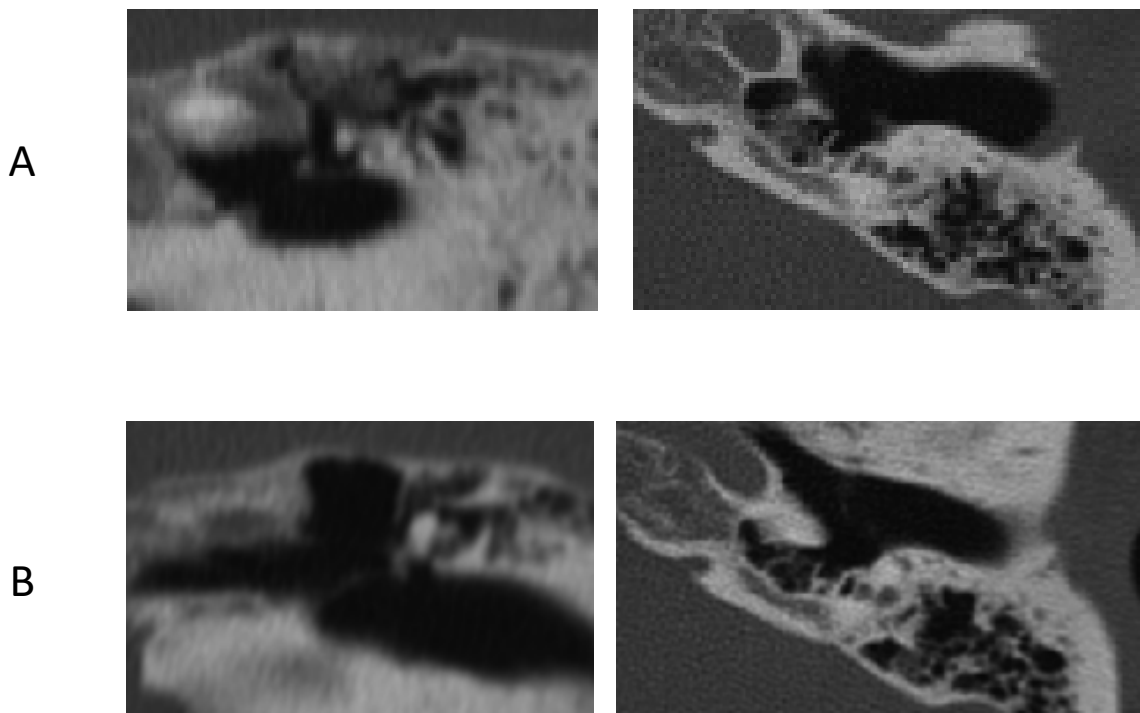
Pre- and post-operative findings of CT scans of the case presented in Fig.2
